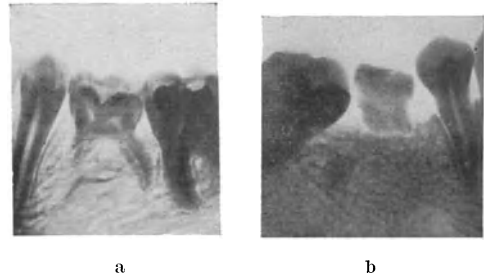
Röntgenbild von Persistenz eines Milchmolaren bei Nichtanlage des betr. Prämolaren.
